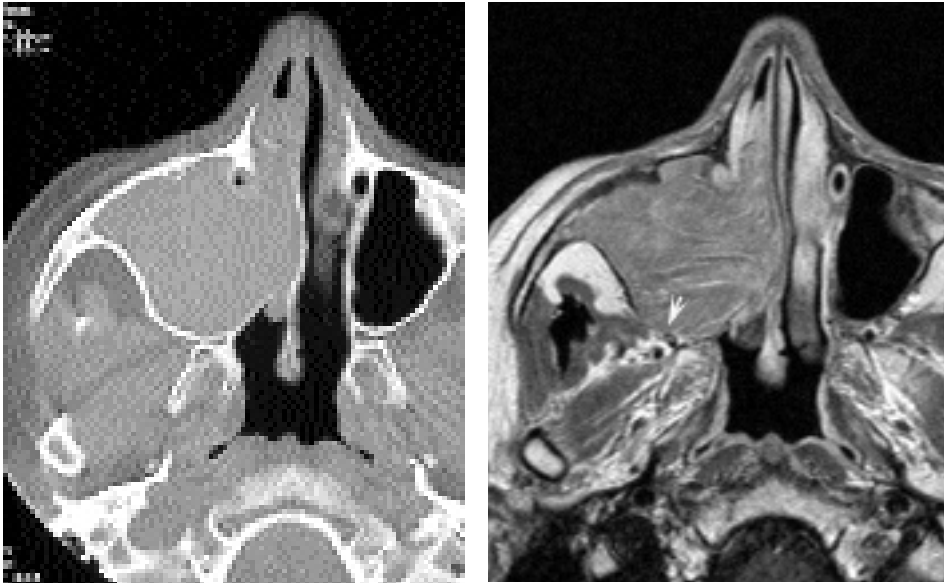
Papilloma invertito mascellare destro. Alla TC (a) la lesione non ha caratteri specifici, l'allargamento delle pareti del seno mascellare suggerisce la natura benigna. Nella sequenza RM T1 con mdc (b) si dimostra il tipico pattern colonnare costituito da strie parallele alternate (iper/ipointense). L'esame, ottenuto a distanza di mesi dalla TC, evidenzia il riassorbimento di parte della parete posteriore del seno mascellare (freccia bianca).
